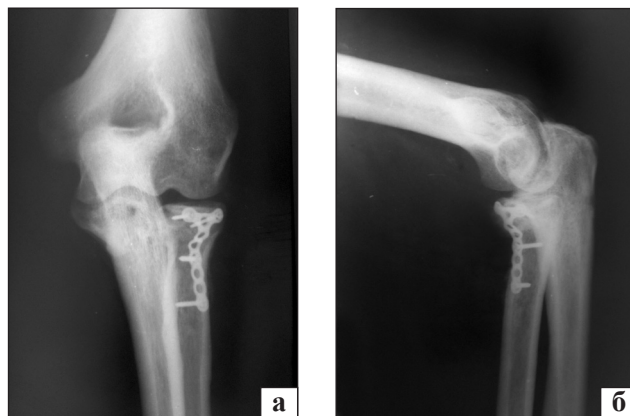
Рентгенограммы локтевого сустава в прямой (а) и боковой (б) проекциях через год после операции
